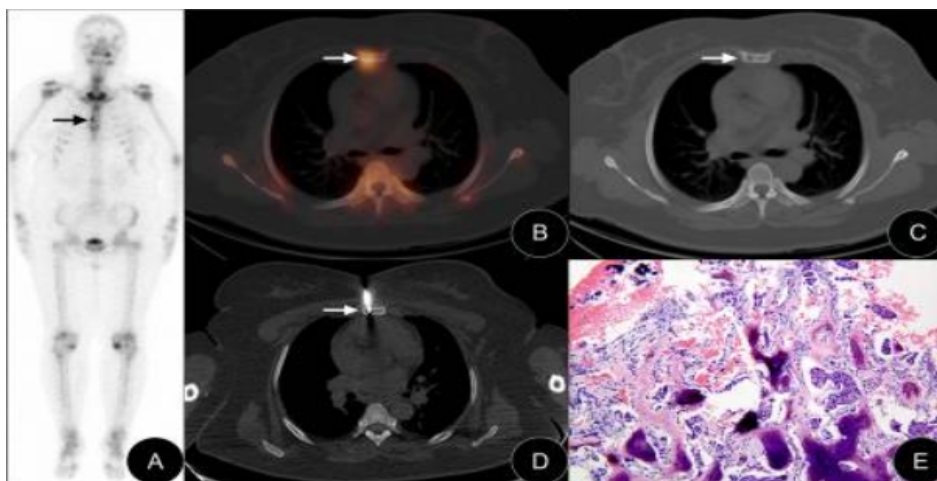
Biópsia de medula óssea direcionada guiada por SPECT/TC no corpo esternal. CO anterior, imagem de SPECT/TC, imagem de biópsia e imagem anatomopatológica de paciente com carcinoma ductal invasivo de mama esquerda (feminina, 44 anos). A A CO anterior sugeriu aumento do metabolismo anormal focal no corpo esternal (seta preta). B, C A SPECT/TC mostrou destruição óssea em local de aumento do metabolismo no corpo esternal. D Biópsia percutânea guiada por SPECT/TC do alvo biológico no corpo esternal. E os resultados do exame anatomopatológico sugeriram carcinoma ductal invasivo da mama metastático.
